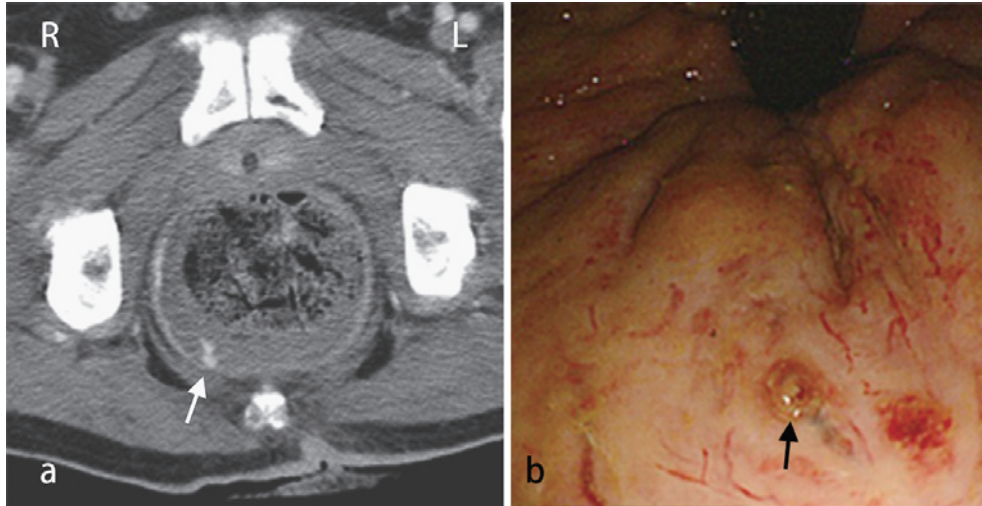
Rectal ulcer demonstrated by CT and colonoscopy.
